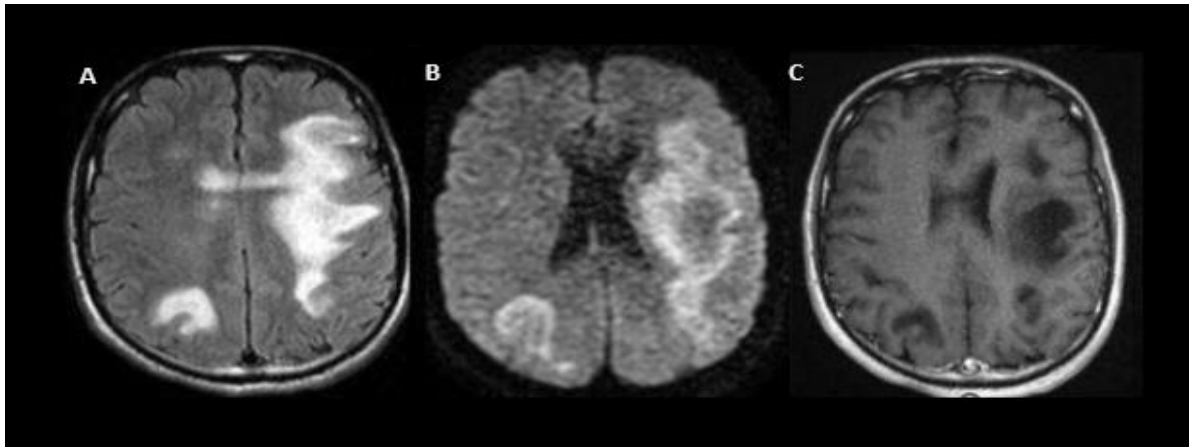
IRM cérébrale en coupes axiales mettant en évidence des plages fronto-pariétales bilatérales intéressant les fibres en U décrites en hypersignal FLAIR (A), restrictives en diffusion (B), et non modifiées après injection du produit de contraste (C) en faveur d'une Leucoencéphalopathie multifocale progressive.
